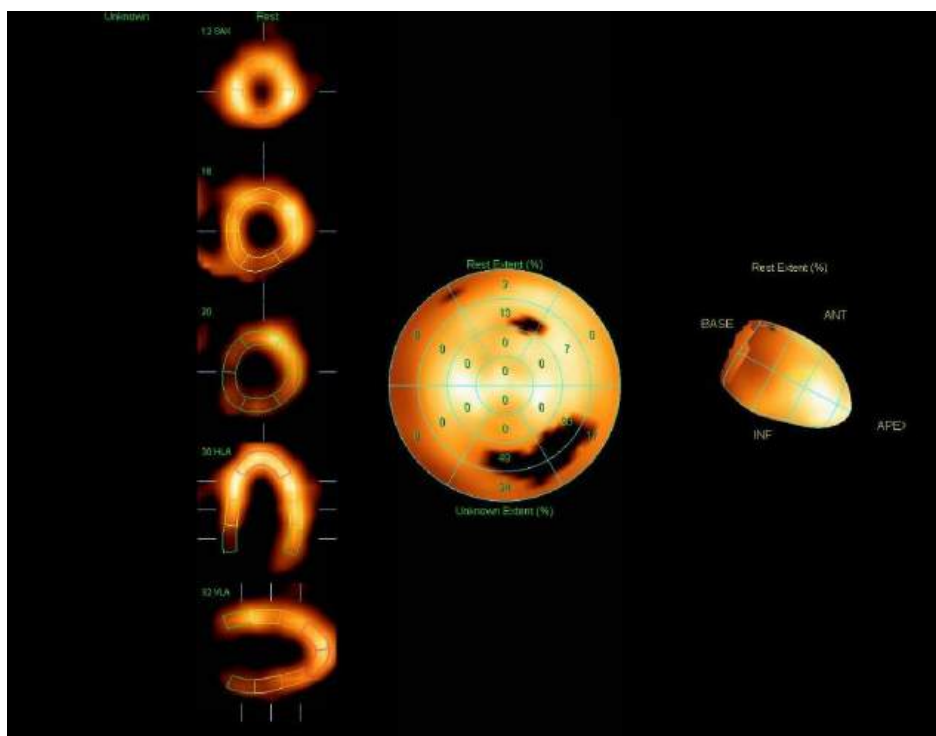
Сцинтиграфия миокарда пациента III. через 11 месяцев после операции
